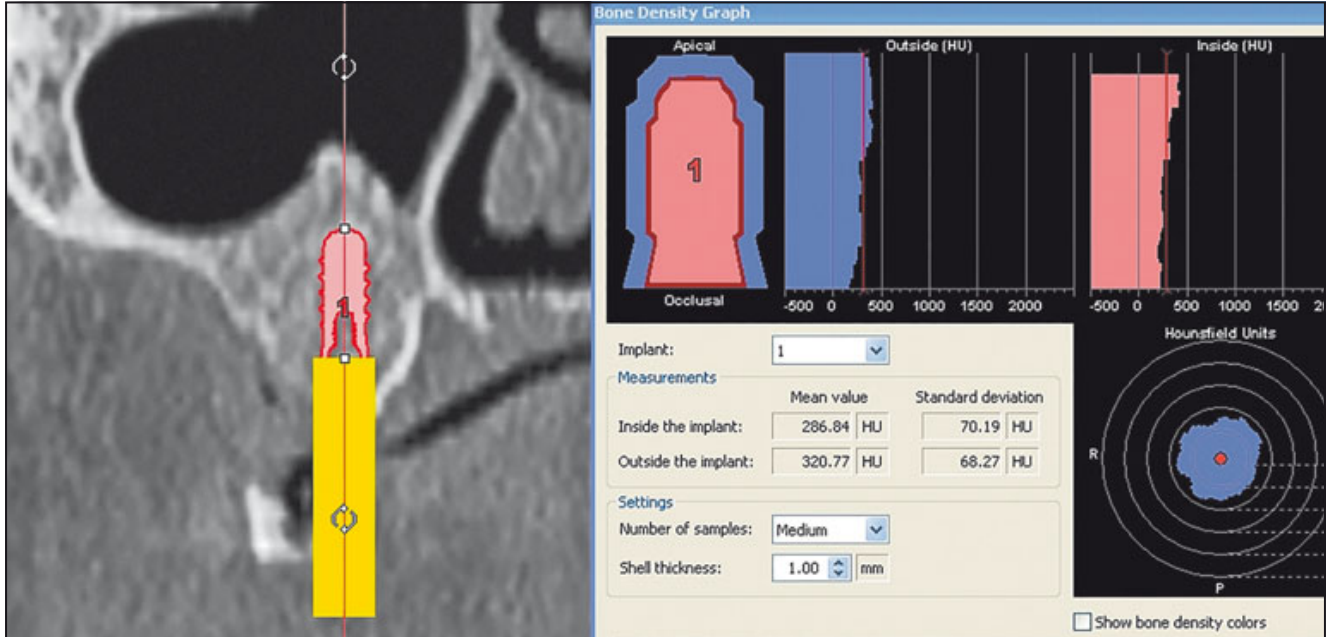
Knochendichtemessung einer 6 Monate postoperativ angefertigten CT-Aufnahme von einer Kieferhöhle von T1 mit 320,77 HU.
